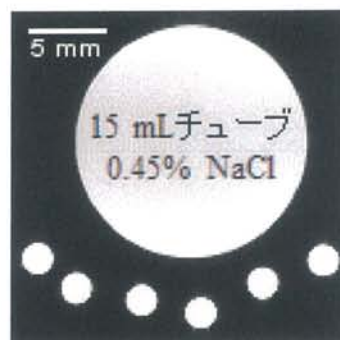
ファントムの MRI。中央には 0.45% NaCl 含有ファントム。この下部に NMR 管を 6 本配置した。
